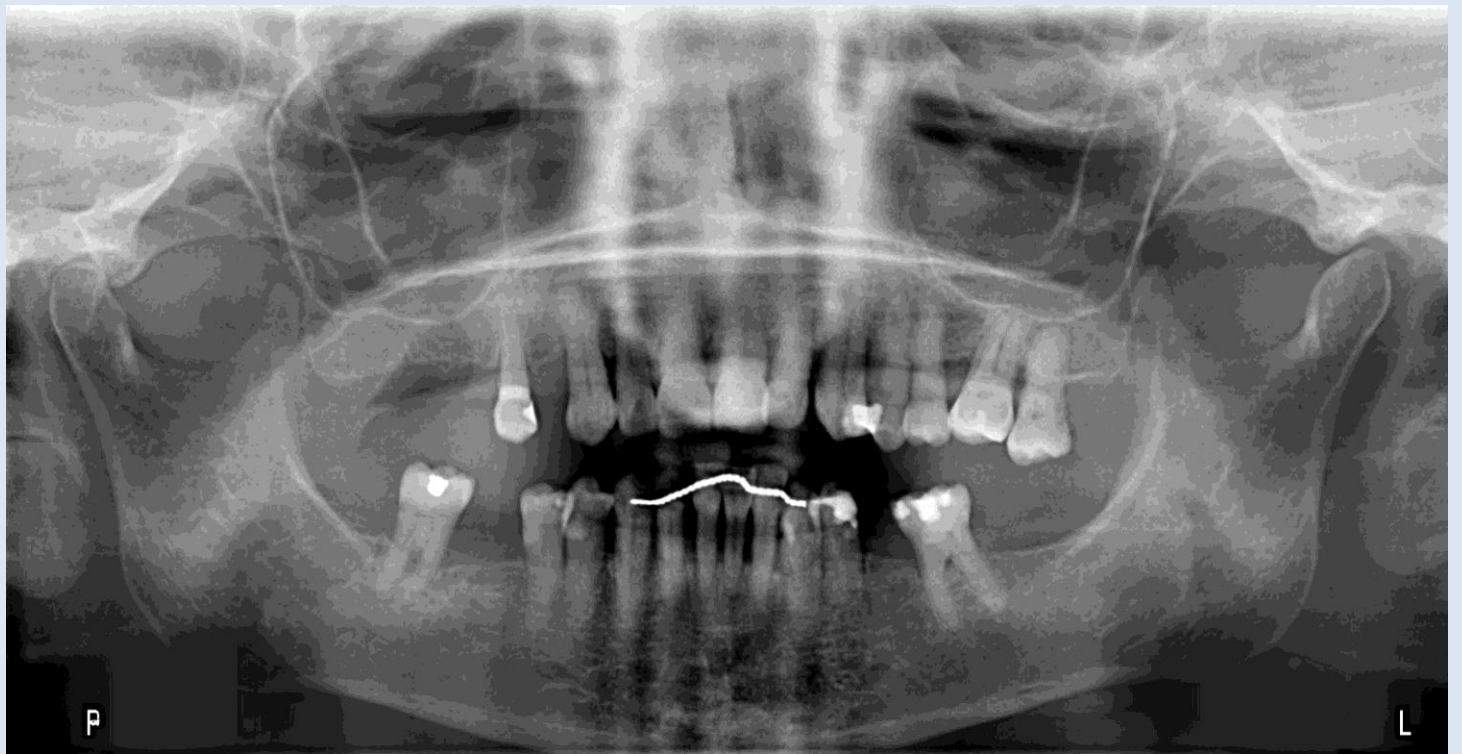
Radiografías. A) Ortopantomografía. B) Serie periapical
